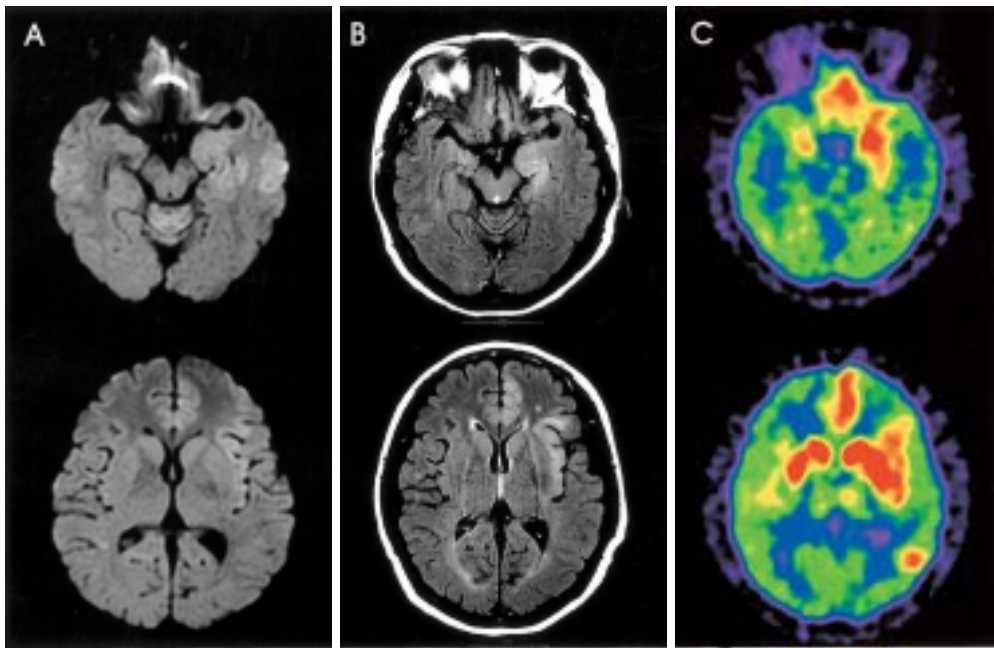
(A) DWI in brain MRI. Increased SI was noted in limbic structure prominently in left side. (B) FLAIR image in brain MRI. SI was much more extensive than those of DWI especially bilateral in amygdala, hippocampus and olfactory bulb. (C) ^{18}F FDG-PET image. Glucose uptake in limbic structure was concordant with FLAIR image in brain MRI. Additional increased uptake was noted in bilateral basal ganglia, which was correlated with myoclonus.
